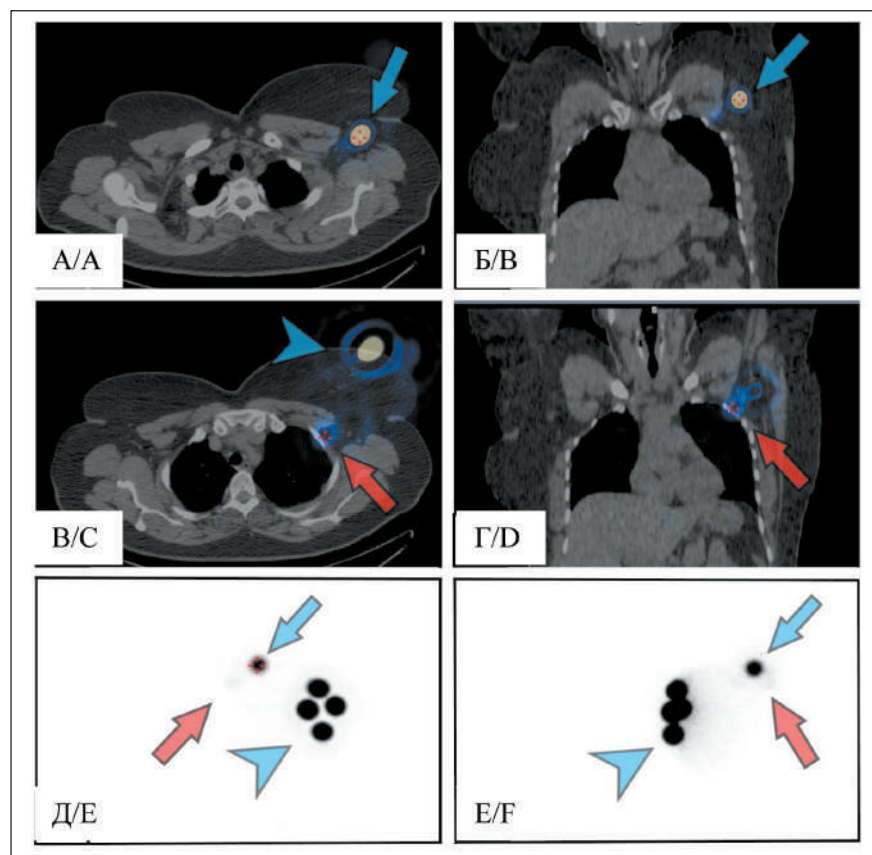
Результаты радионуклидной визуализации СЛУ пациентки с раком левой молочной железы. Синяя стрелка – СЛУ в левой аксиллярной области четко визуализируется на аксиальном (а) и фронтальном (б) срезах ОФЭКТ/КТ и планарных скintiграммах в передней (д) и левой боковой (е) проекциях; красная стрелка – пекторальный СЛУ на уровне 2-го ребра слева, четко визуализируется только на ОФЭКТ/КТ срезах (в, г) и почти не определяется на планарных снимках (д, е); синяя остроконечная стрелка – место инъекции РФП
